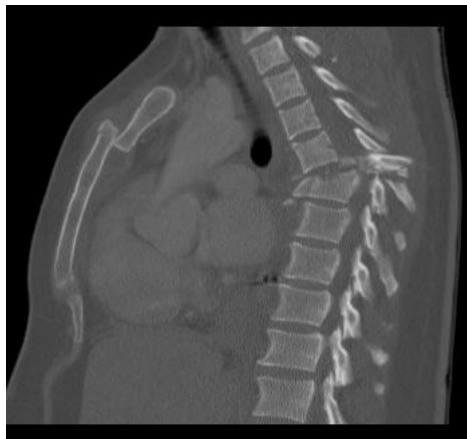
CT-Aufnahme einer Kombinationsverletzung aus dislozierter Sternumfraktur und kompletter Berstungsfraktur der Brustwirbelsäule
